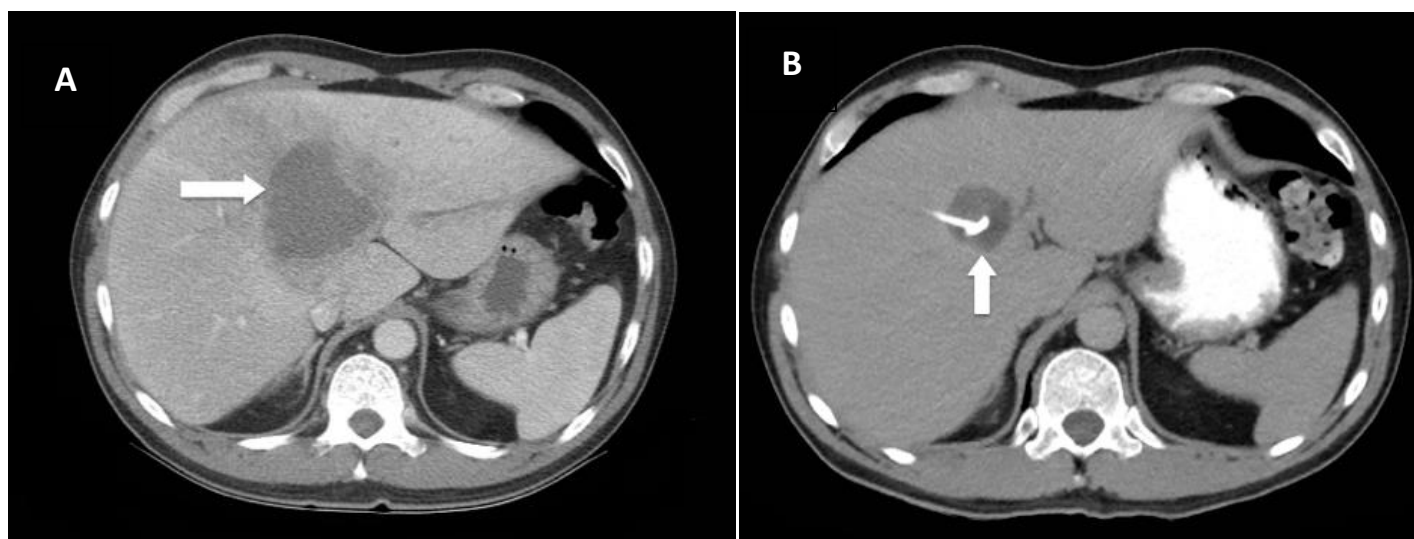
A) Tomografía de abdomen que muestra imagen heterogénea, con realce periférico, situado en el segmento IV, de 6.9 x 7.1 x 7.5 cm para un volumen aproximado de 192 ml compatible con absceso hepático. B) Tomografía de abdomen que muestra absceso hepático de 2,9cm, situado en el segmento IV, con evidente disminución de tamaño en comparación con estudio previo. Se identifica imagen tubular hiperdensa en su interior en relación al catéter de drenaje percutáneo.
